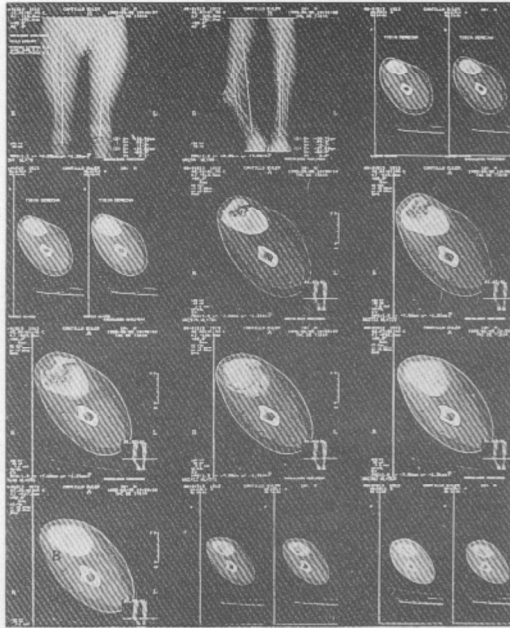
Tomografía axial computarizada, en la que se observa la obliteración completa del canal medular y la discrepancia de longitud.
